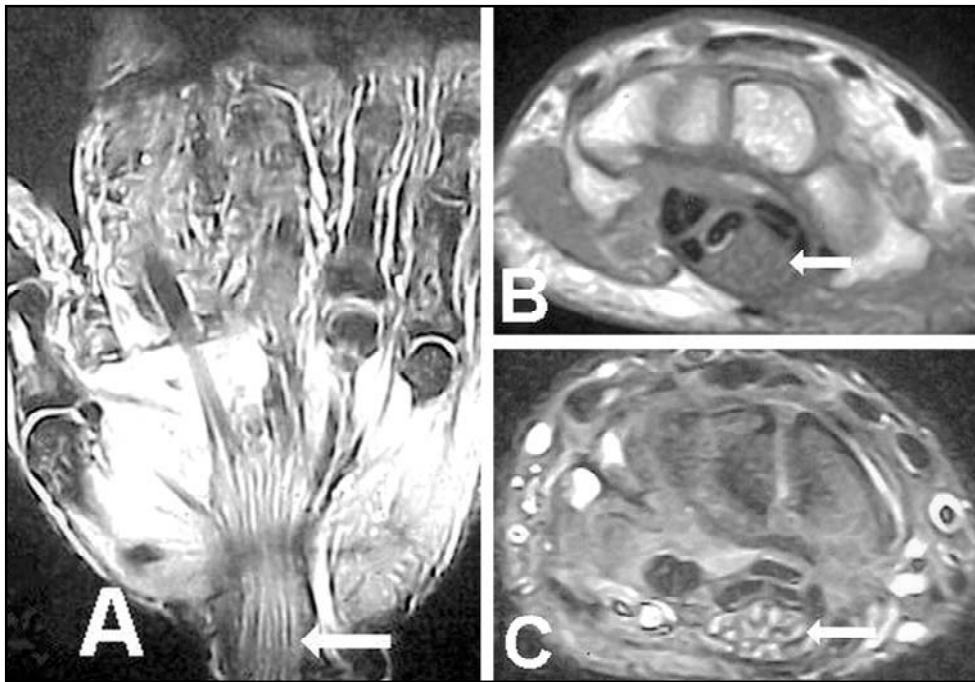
(A): Imagens de ressonância magnética no plano sagital demonstrando aumento de volume de partes moles em primeiro, segundo e terceiro quirodáctilos (macroductilia) com espessamento do nervo mediano no túnel do carpo (seta). (B/C): O nervo mediano com calibre aumentado no plano axial (0,8 X 1,5 cm) adquirindo o aspecto de "cabo coaxial" (setas), com baixo sinal em T1 e T2, com hiper-sinal em T1 e hipo-sinal em T2 da gordura circundante, entremeado a fascículos nervosos espessados.
